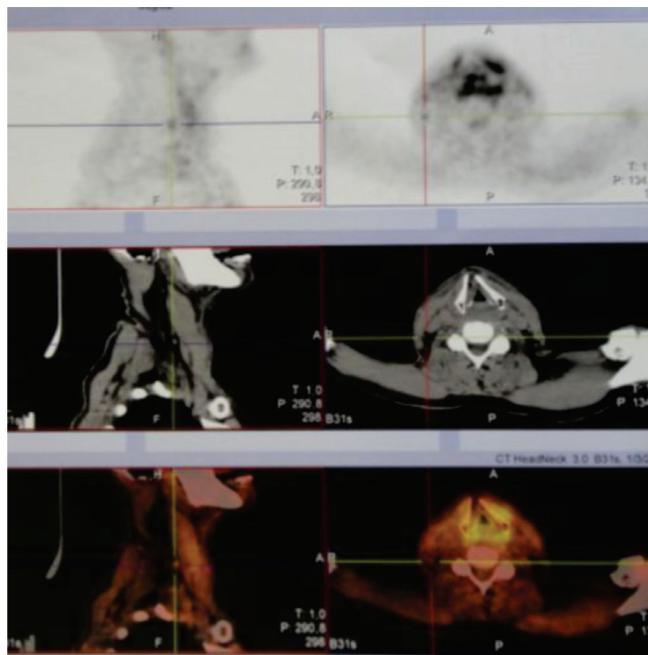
PET-CT da condronecrose da laringe.
